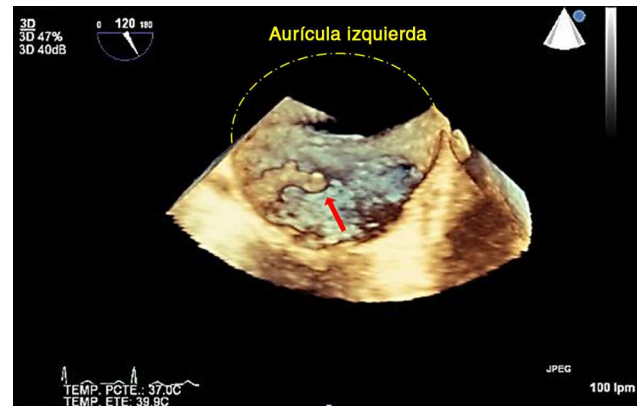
Ecocardiografía transesofágica tridimensional que muestra vegetación sobre la válvula mitral (flecha).
